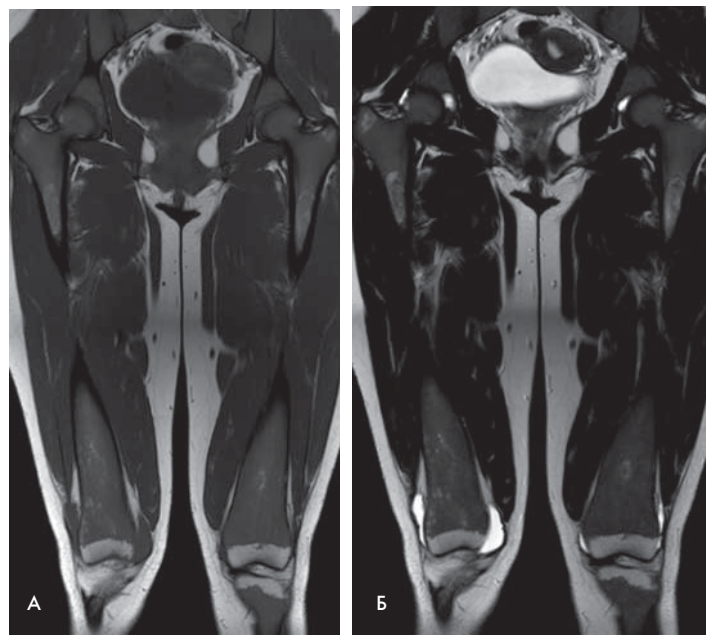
МРТ (T1-ВИ (А) и T2-ВИ (Б) режимы) больного с выраженной инфильтрацией костного мозга
